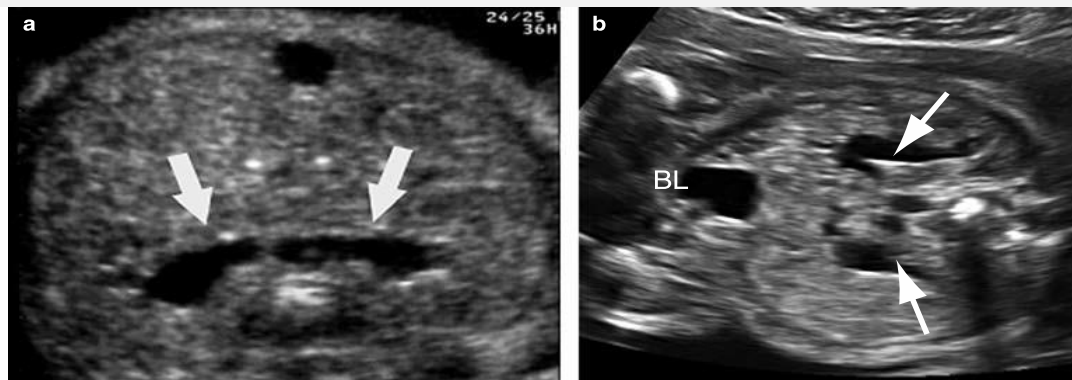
Horseshoe kidney. Ultrasound images showing (a) both renal pelvises (arrows), which have a more anterior location than normal, and (b) the slightly lower than normal location of the horseshoe kidney. The arrows indicates the renal pelvises; BL, bladder.
